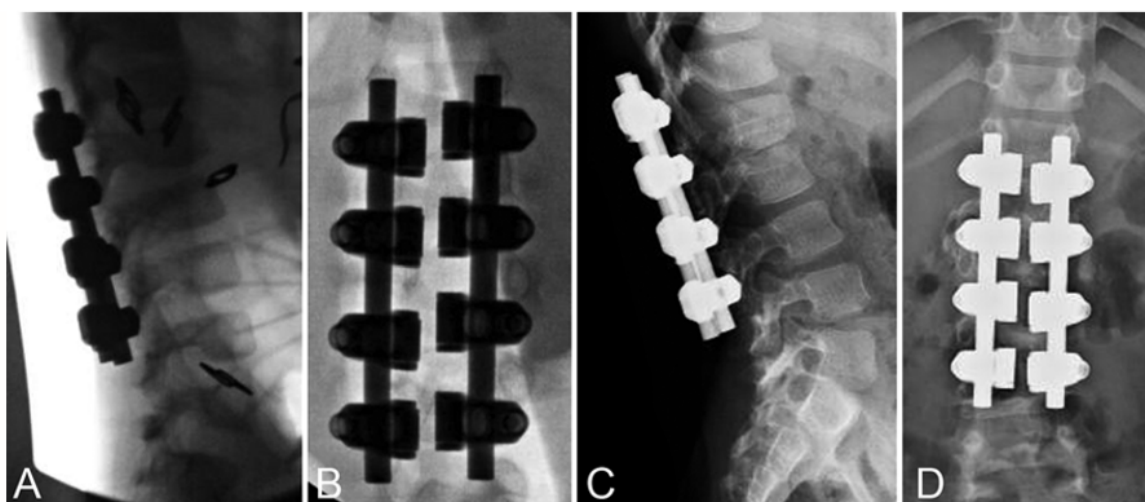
Radiographies postopératoires latérales (A) et antéropostérieure (B) de la région T12-L3 obtenues immédiatement après l'opération, et radiographies lombaires latérale (C) et antéropostérieure (D) obtenues au suivi à 9 mois. (81)
